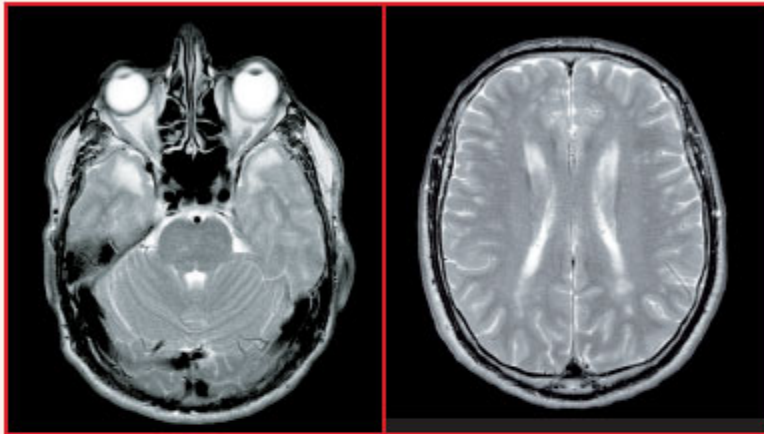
IRM axiale T2 2° Écho : hypersignaux de la pointe des lobes temporaux. Maladie de CADASIL.
